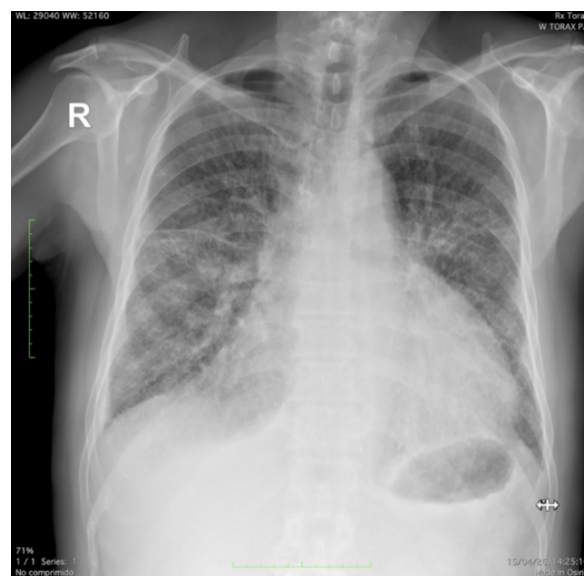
Radiografía de tórax (PA)
